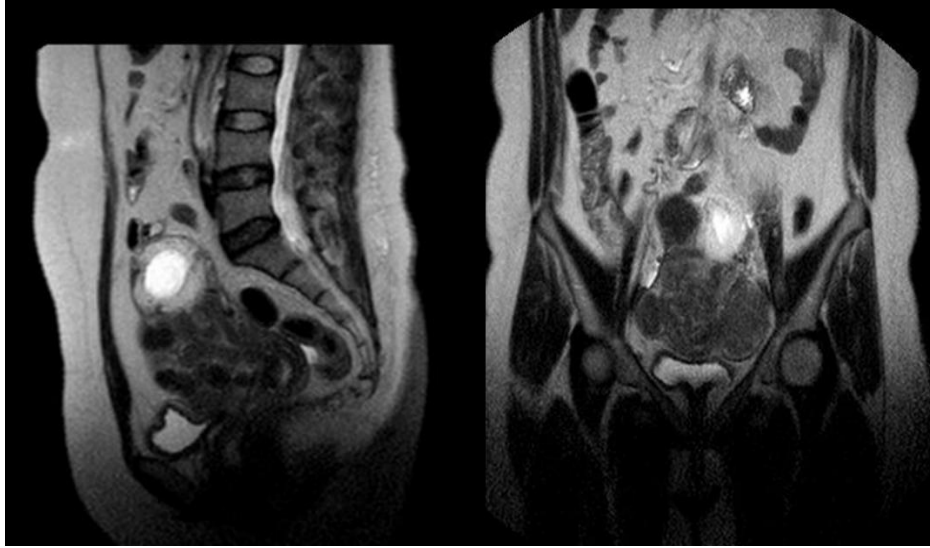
Imagen de RM pélvico: Se describe útero con incremento de su volumen, mide: 117 x 51 x 71 mm, hacia fondo se aprecia contenido de alta señal en T2 en forma de saco con incremento de la señal del parénquima adyacente, hallazgos en relación con probable gestación. Parénquima heterogéneo, con alteración de la morfología habitual con presencia de múltiples lesiones nodulares de baja señal en todas las secuencias, la mayor de 39 x 39 mm hacia fondo, de 31 x 32 mm en cara posterior y de 24 x 24 mm en cara anterior, hacia el cuello presencia de masa de 65 x 50 mm, no muestra restricción a la difusión. Anexos de tamaño normal, señal conservada con presencia de imágenes quísticas en su interior. No liquido libre.
